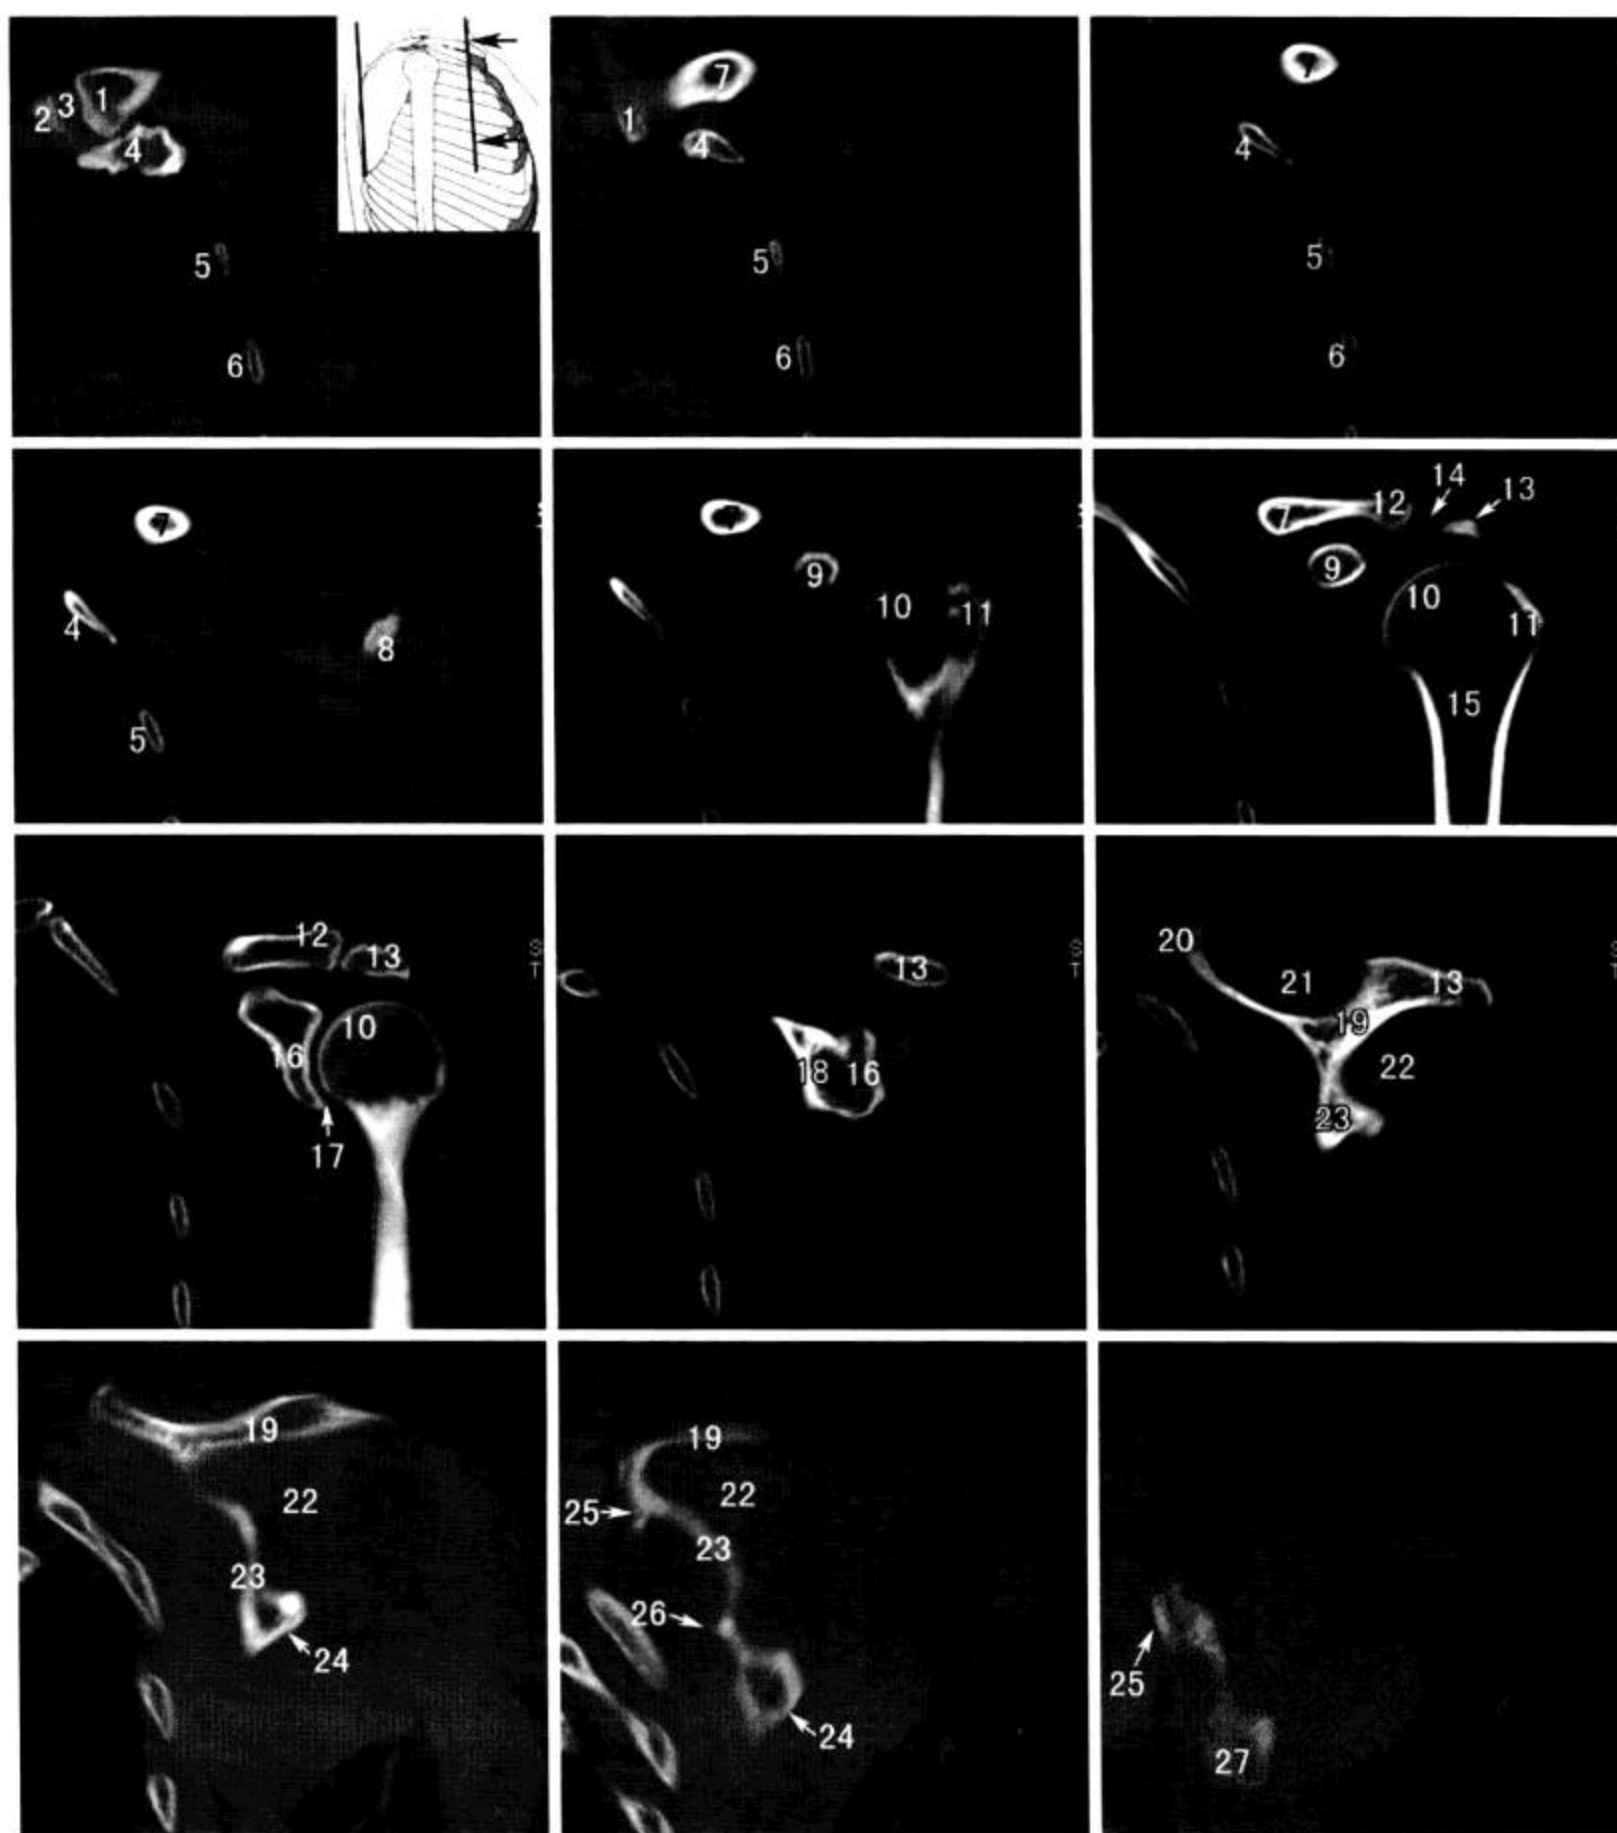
肩关节 CT 冠状面重组 (窗宽 1 500 Hu, 窗位 400 Hu)
